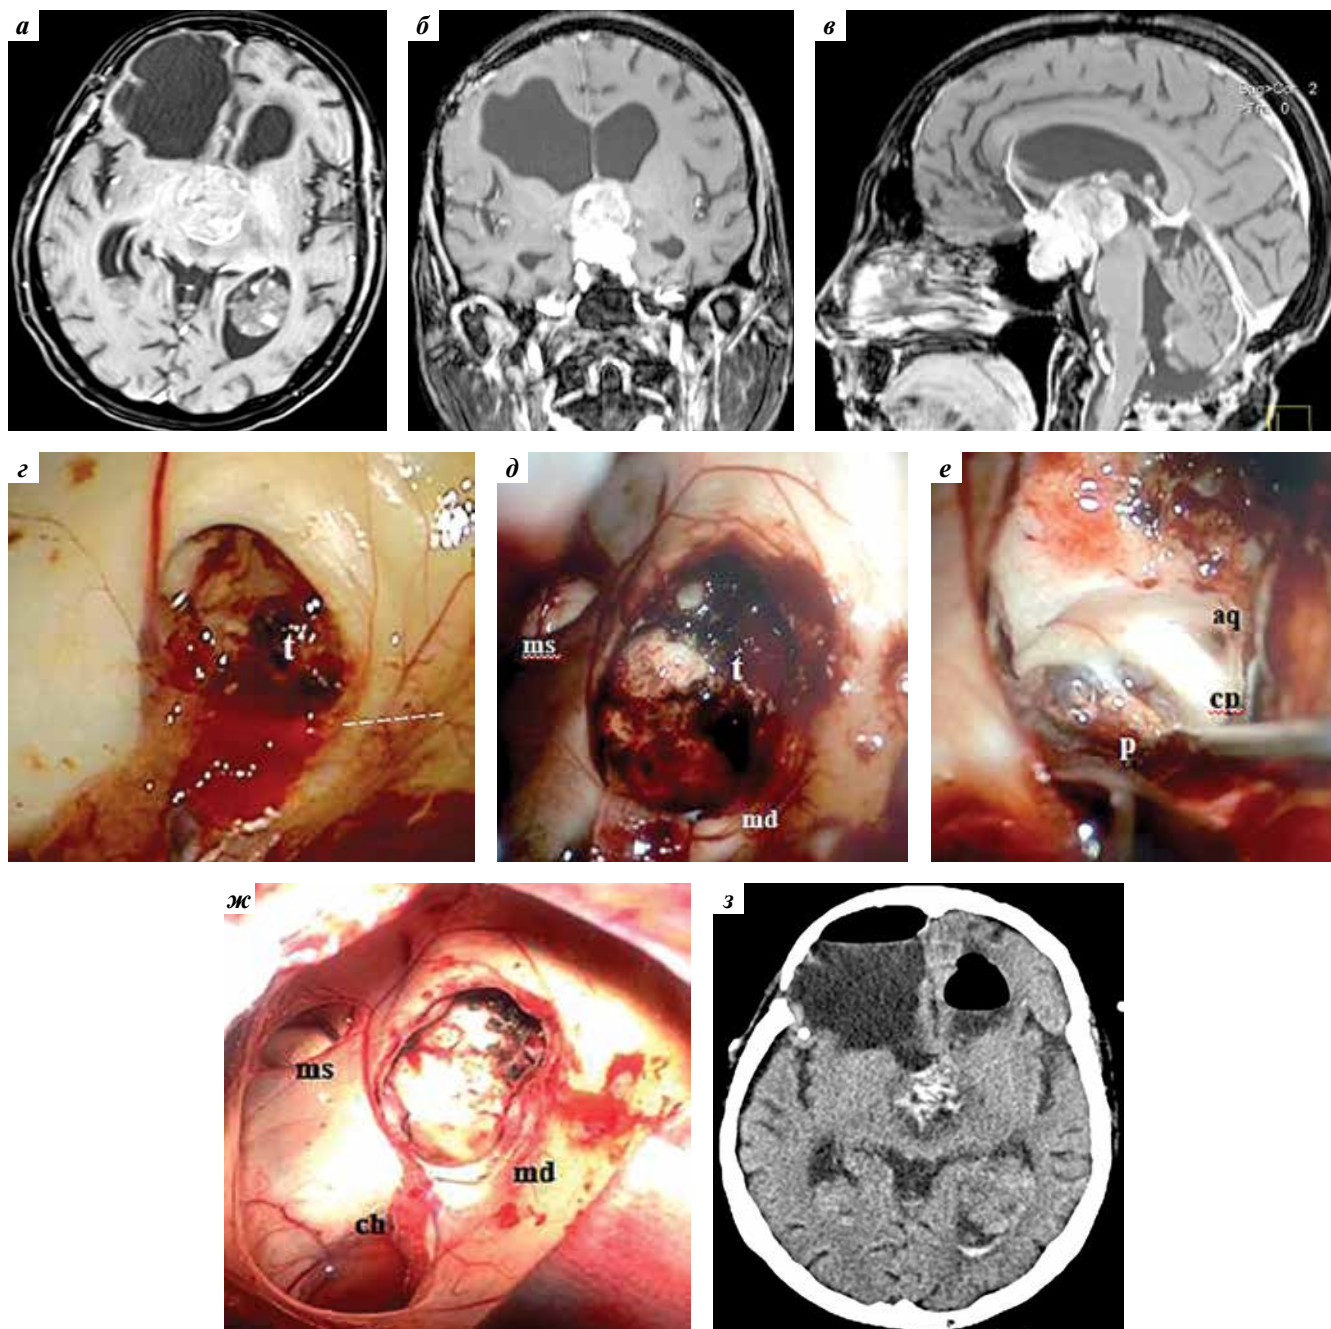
Второй каскад метастазирования, удаление очага в III желудочке с декомпрессивной целью. Магнитно-резонансная томография головного мозга с контрастированием в режиме T1 от апреля 2017 г., перед 4-й операцией: а – внутривентрикулярные метастазы в области боковых и III желудочков; б, в – метастаз, заполняющий весь просвет III желудочка с окклюзией межжелудочковых отверстий. Операционные фото: г – пролабирование опухоли (t) из III желудочка через правое межжелудочковое отверстие (пунктиром отмечена проекция колумнотомии); д – удаление опухоли (t) после рассечения колонны свода; е – вид III желудочка после трансфораминального удаления основного массива опухоли (определяются интактные задняя спайка мозга (ср), спайка поводков и эпифиз (р), свободный вход в водопровод мозга (аg)); ж – панорамный вид раны после удаления опухоли с декомпрессией III желудочка, освобождения межжелудочковых отверстий (md, ms) с интактной задней стенкой III желудочка (определяется ход ворсинчатого сплетения (ch) к области желудочкового треугольника); з – контрольная компьютерная томография через 1 сут после операции
